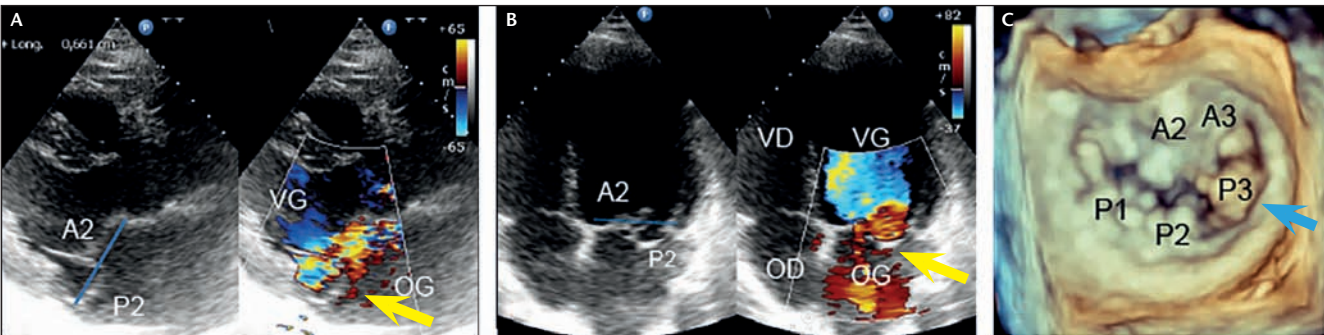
Échographie du prolapsus valvulaire mitral. A : prolapsus de P2 en coupe parasternale grand axe en échocardiographie transthoracique ; B : prolapsus de P2 en coupe apicale en échocardiographie transthoracique ; C : prolapsus de P3 en échographie transœsophagienne 3D. (OD : oreillette droite ; OG : oreillette gauche ; VD : ventricule droit ; VG : ventricule gauche ; A : feuillet antérieur, segments 1-2 et 3 ; P : feuillet postérieur segments 1-2 et 3 ; trait bleu : plan de l'anneau mitral).
